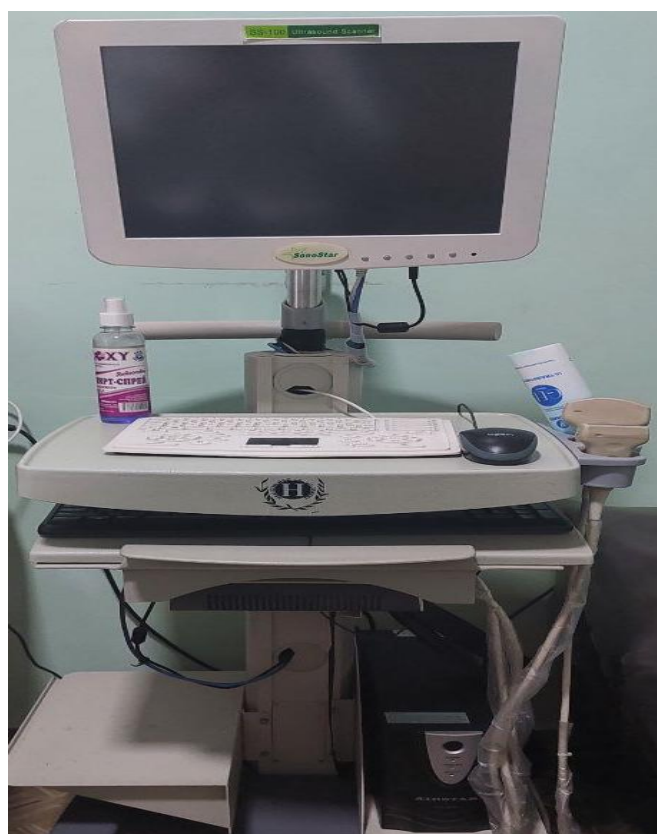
Sono-Star. SS-100 Ultrasound Scanner
